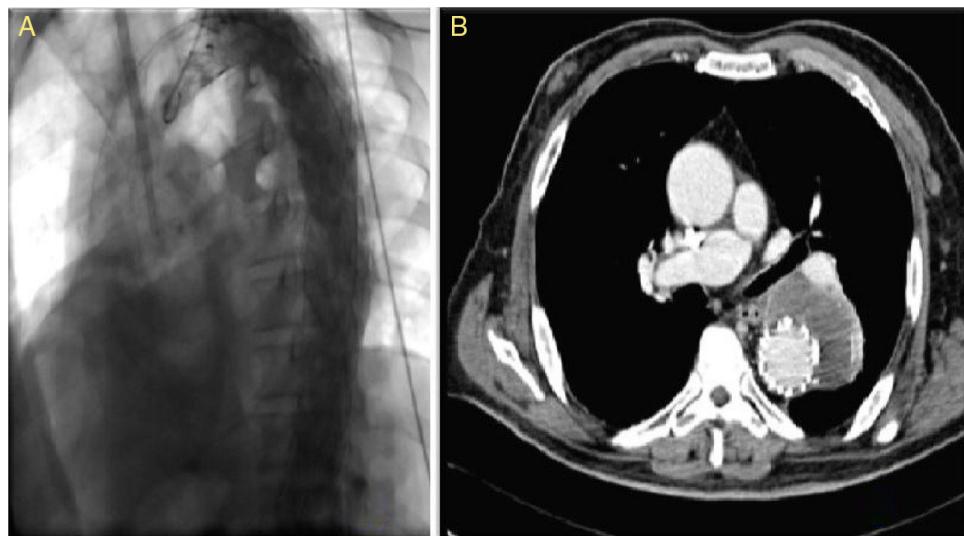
A) Angiograma control sin endofugas. B) Angiotomografía control - 3 meses, muestra reducción de aneurisma y sin endofugas.
